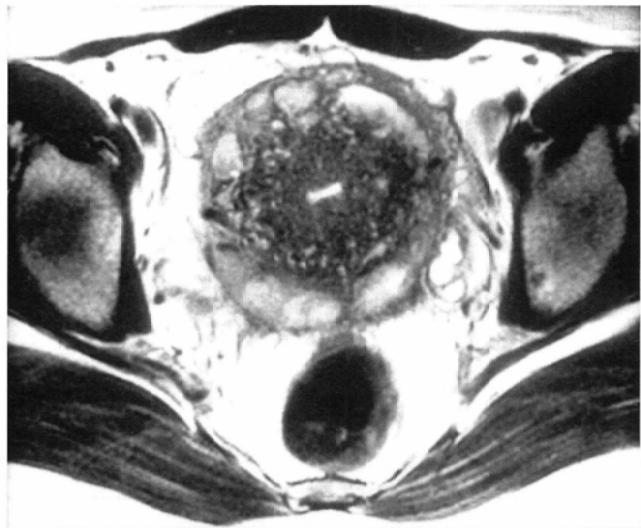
Axial T2WI (FSE, 5217/86) shows a fluid-fluid level in the cysts. In the inner layer of adenomyosis, typical MR imaging findings of adenomyosis are obtained.
